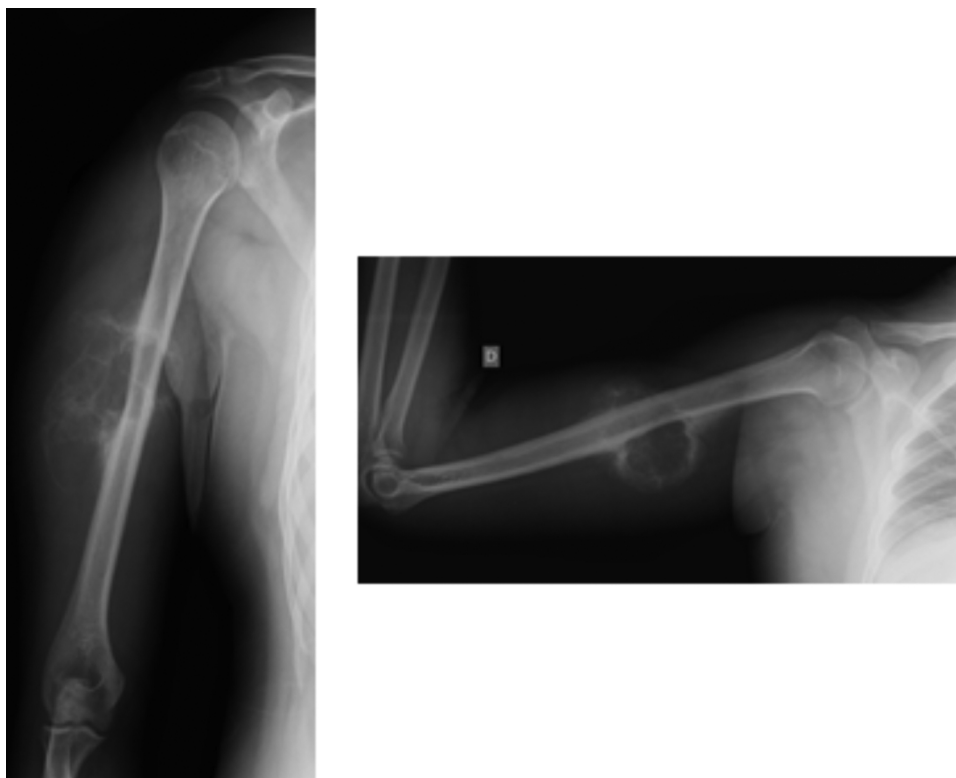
Radiografia em AP e perfil de úmero direito.
